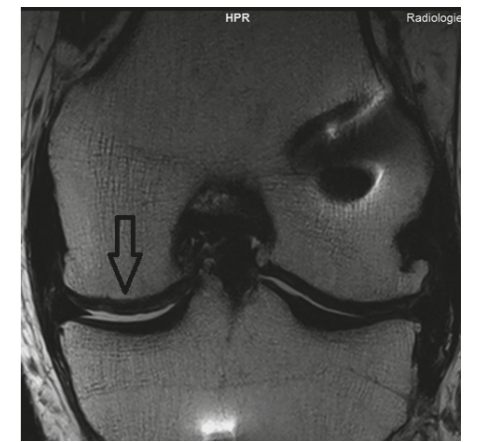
MRT-Bild der neuen Knorpelschicht an am inneren Kniegelenk sechs Monate nach Einbringung des Chondrofillers. Es zeigt sich ein isointenses Knorpelgewebe mit glatter Oberflächenkontur.
